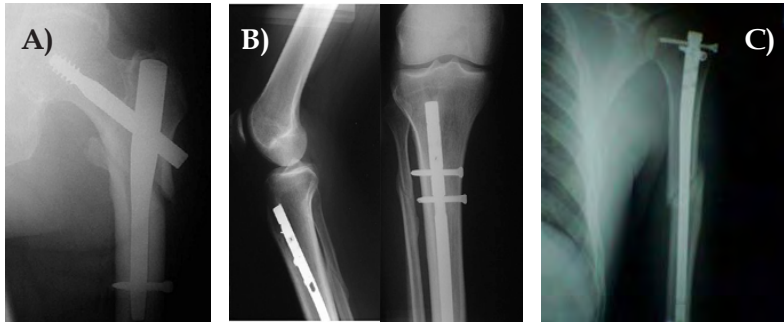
Radiografías de implantes intramedulares colocados en: A) fémur, B) tibia y C) húmero
